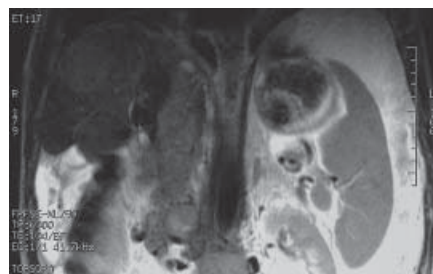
On T2-weighted coronal image the anatomic region of IVC has been occupied by the extrahepatic tumor. The right adrenal gland is thought to be invaded since it is not visualized on none of the sequences.
